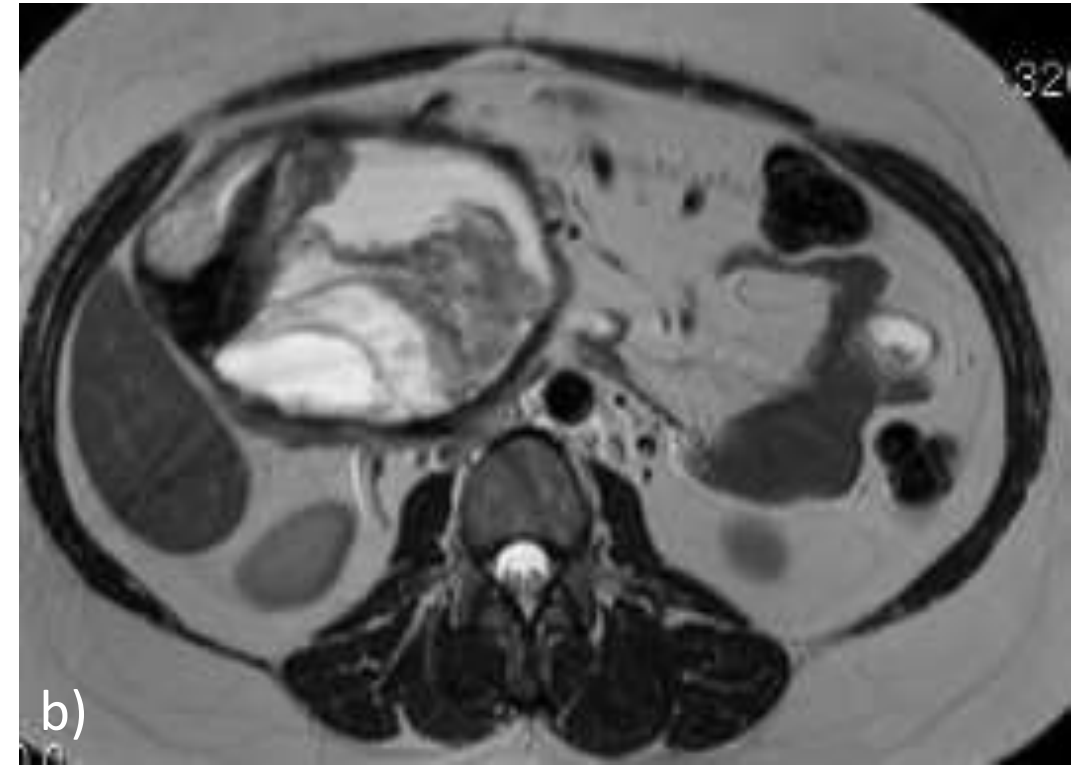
Patrón radiológico mixto; masa pancreática bien delimitada y encapsulada con calcificaciones periféricas, de aspecto heterogéneo sólido-quístico, con correlación de pieza intraoperatoria. a) TC en fase portal; b) secuencia T2; c) pieza intraoperatoria.
